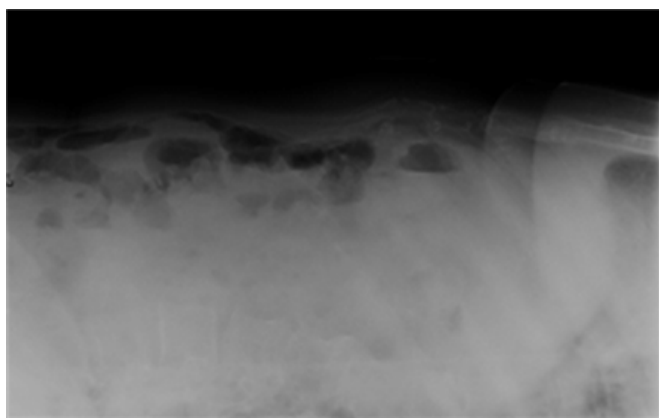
Radiografia simples de abdómen (raios tangenciais)
